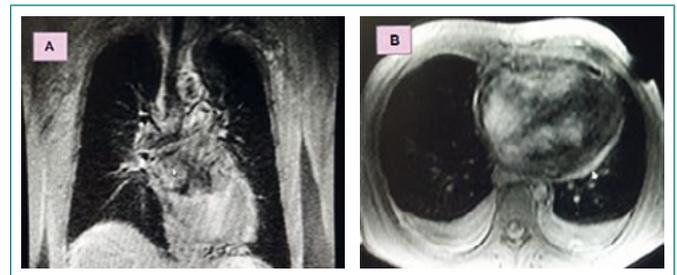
RM de corazón con gadolinio que muestra engrosamiento de ambas cavidades ventriculares de predominio derecho. A: corte coronal; B: corte transversal
